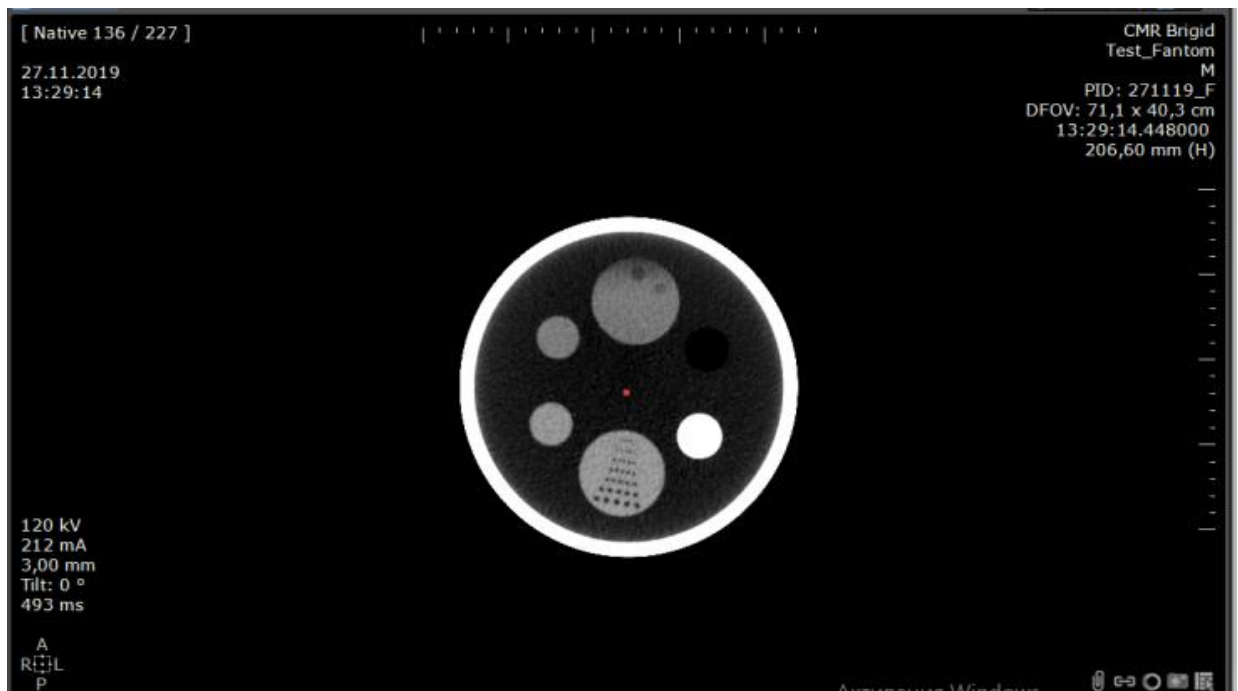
КТ-зображення фантому ACR CT при 16-зрізовому МСКТ
